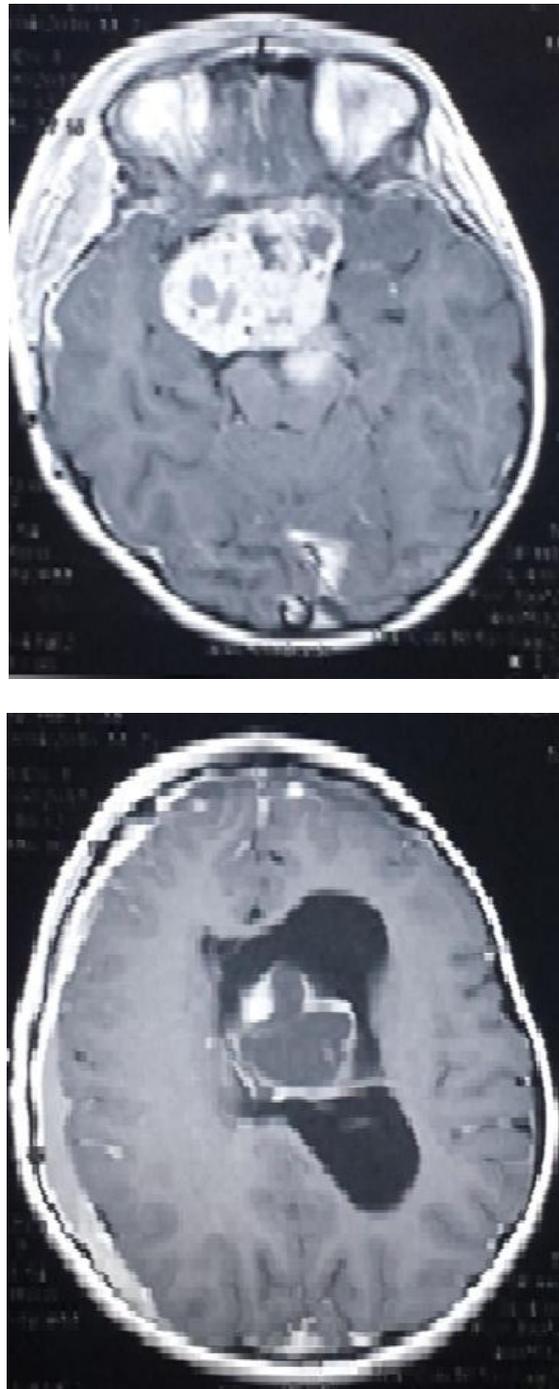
Images IRM coupes axiales d'un craniopharyngiome patient du service .
